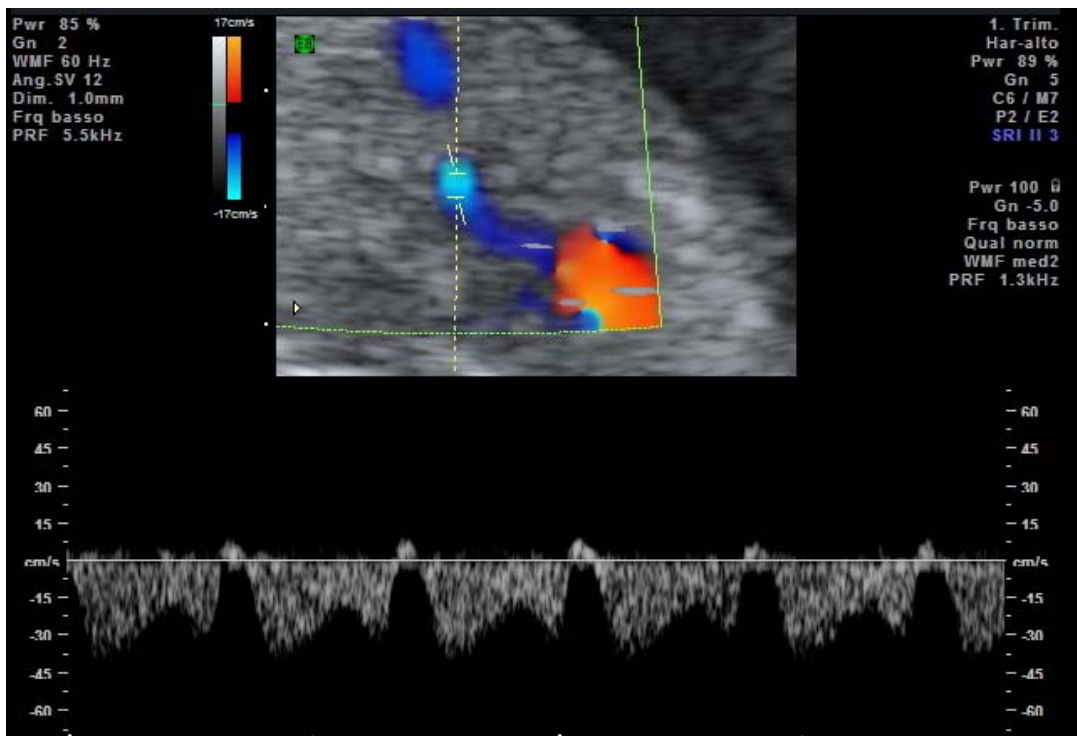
Doppler del dotto venoso anormale con onda A invertita a 12 settimane di gestazione in una paziente con diabete pregestazionale.
